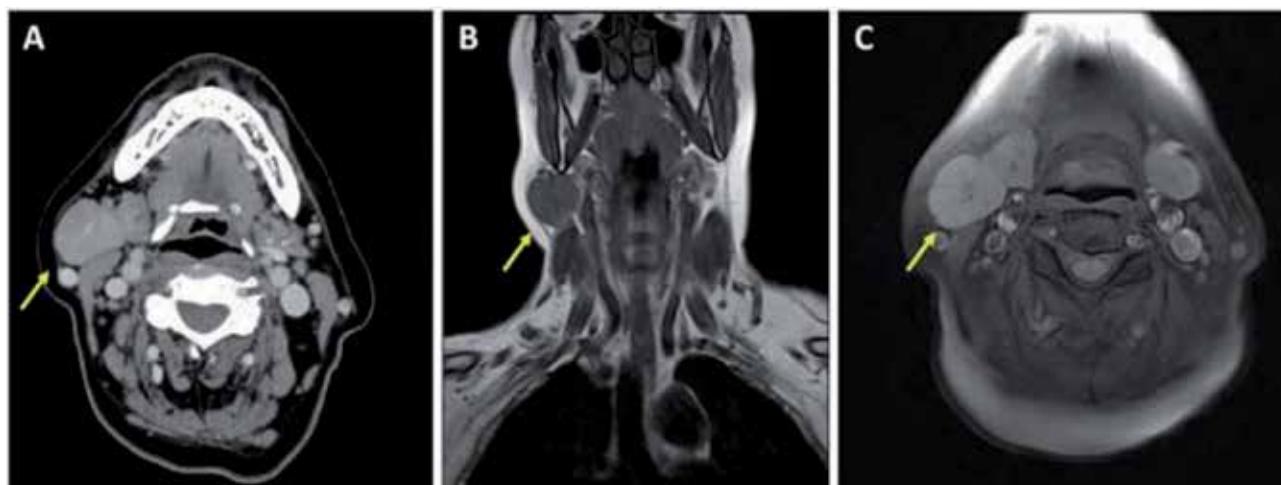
Características de la lesión en un corte axial de TC (A), en un corte coronal (B) y axial de RMN (C). En todas ellas señalado con una flecha amarilla, pudiéndose apreciar su estrecha relación con la glándula submaxilar derecha.
